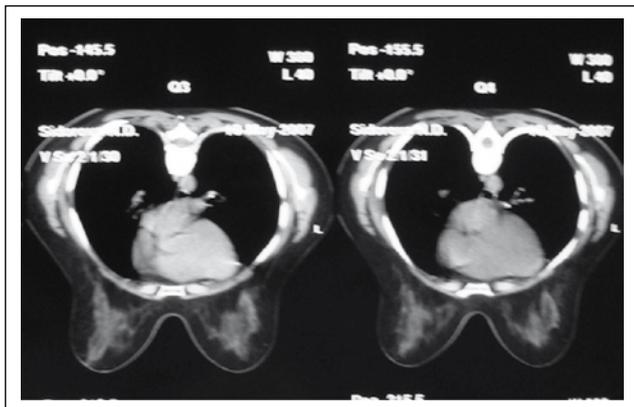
После 6-го курса лечения по данным КТ получена полная регрессия со стороны основного очага и органов грудной клетки
